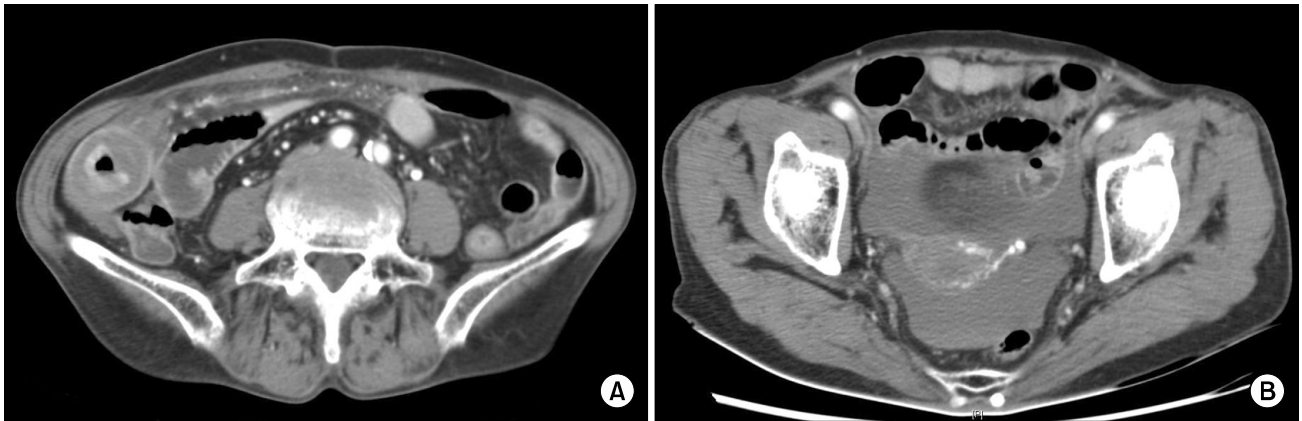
CT scan shows intramural hemorrhage (A) and hemorrhage into pelvic cavity (B) in case 8.
